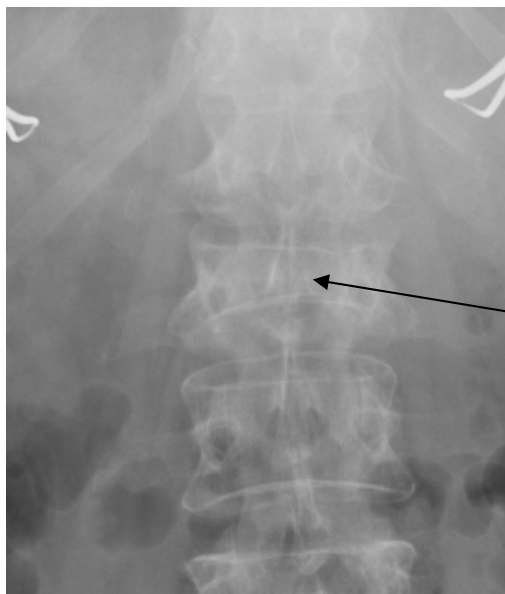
Рентгенограми хворої П. до операції у двох проекціях. Перелом L II хребця (стрілки). У тіло L1 хребця (підпис на рентгенограмі) уведено голку для постановки направляючої спиці
